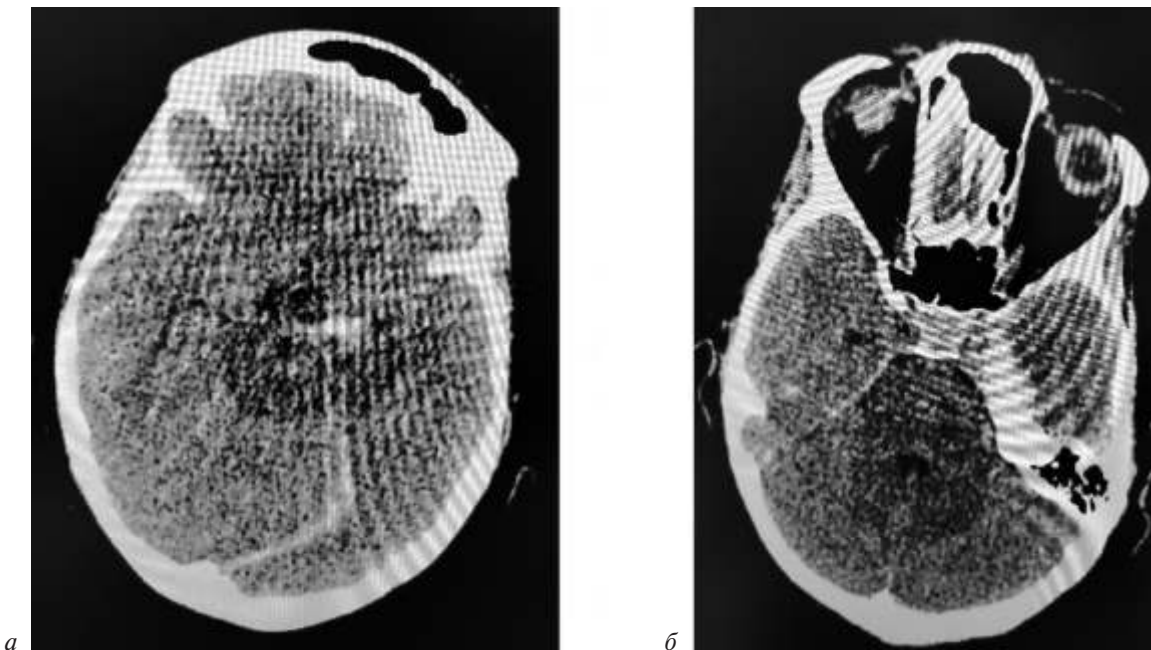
КТ головного мозга через сутки после эмболизации (*а, б*): в проекции медиальных отделов височной доли слева отмечается гетероденсивная зона примерным размером до 3,3×3,1×2,4 см, сохраняется кровь по намету мозжечка слева
